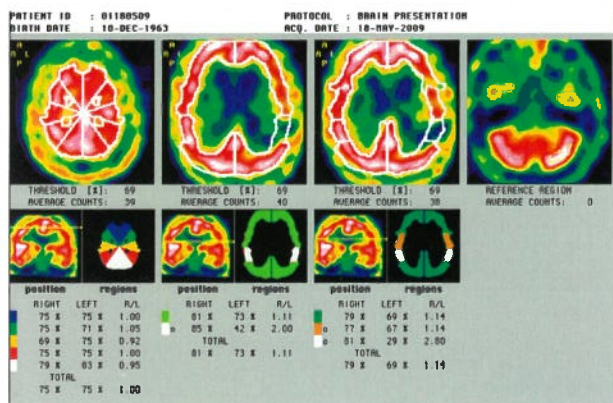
Снижение перфузии в левой теменной области.
